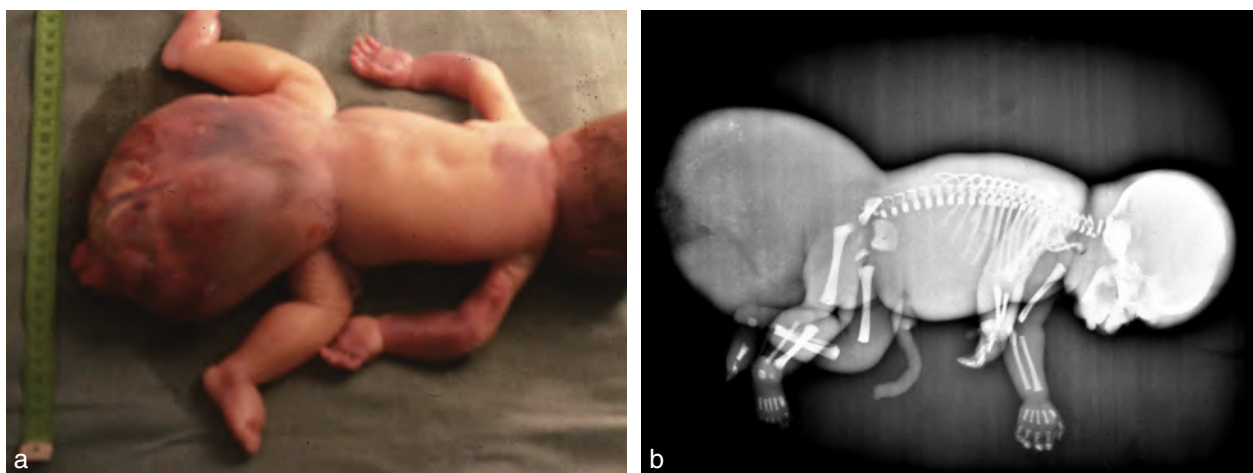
Tératome sacro-coccygien. a. Fœtus de 8 mois. TSC typique (noter l'œdème des pieds et du tronc traduisant un début d'anarsaque). b. Radiographie : pas d'anomalie osseuse du rachis et du bassin.
